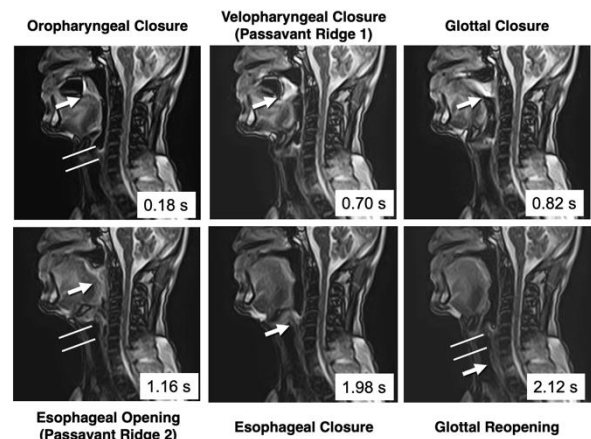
舌癌患者の術前における嚥下時の超高速撮像MRI
